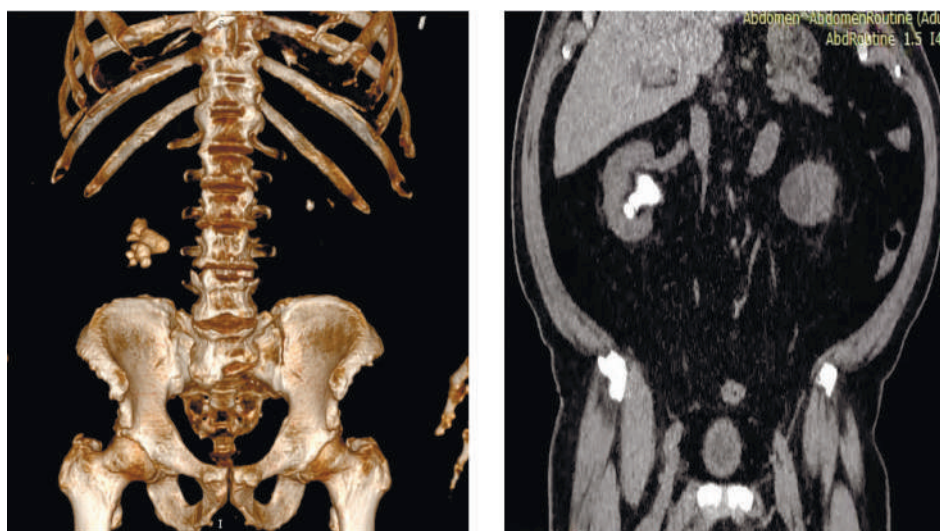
Спиральная компьютерная томография органов забрюшинного пространства от 14.02.2025: справа – коралловидный конкремент (39 × 35 × 20 мм, 460 НУ), заполняющий ее форму; слева в верхней группе чашечек – конкремент 5 × 7 мм, 300 НУ
